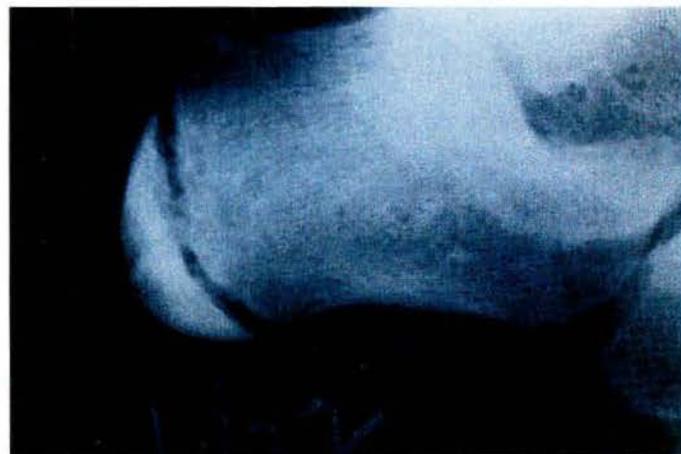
Osteomielitis hematogena. Radiografía cinco semanas después del ingreso. Ya no es visible el hueco dejado por la biopsia. Los cambios que se aprecian en las anteriores radiografías se han resuelto por completo.
